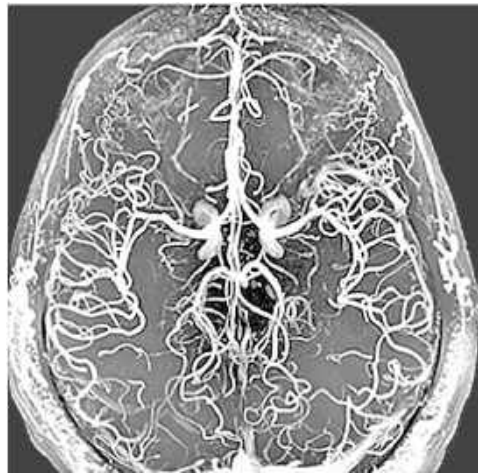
МРТ зображення судин головного мозку
